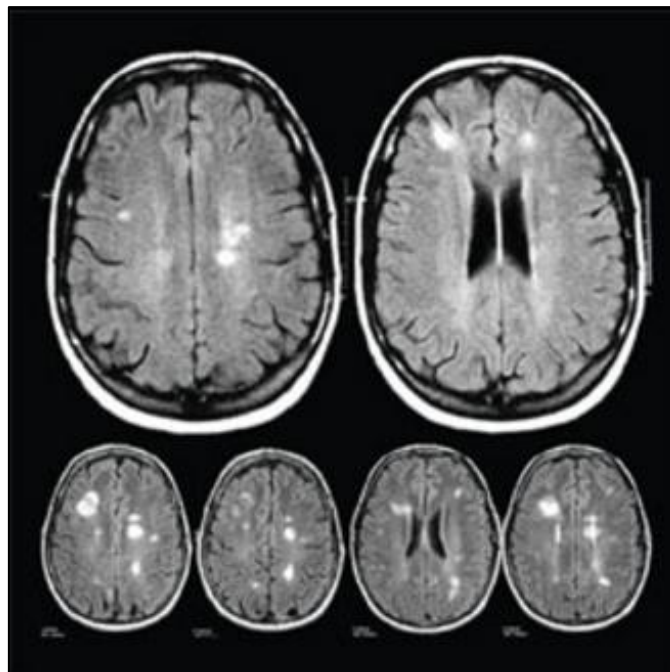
Imagem de ressonância magnética ilustrando lesões ativas com uso de gadolínio (áreas densas brancas).
